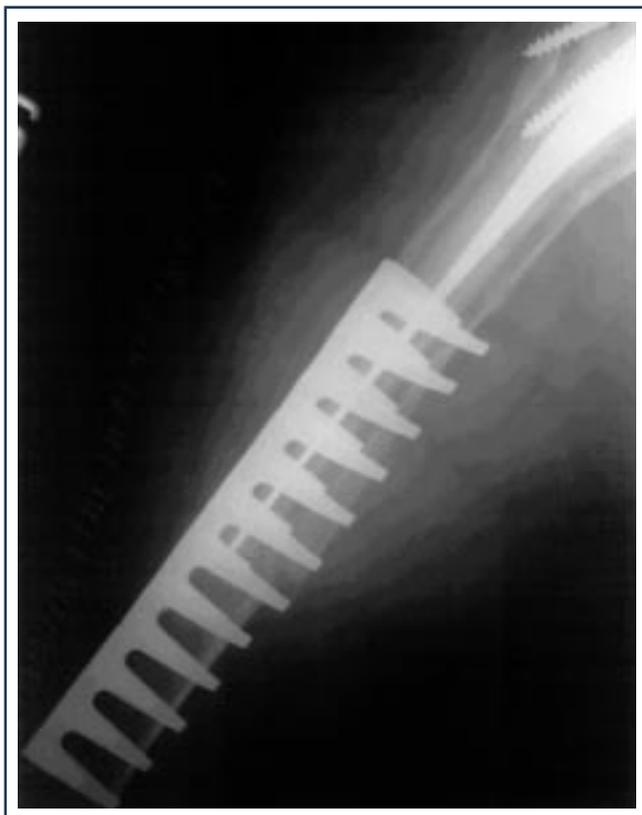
C.I, frattura Tipo III-B trattata con placca Mennen. Risultato funzionale soddisfacente e clinico-radiografico eccellente.
